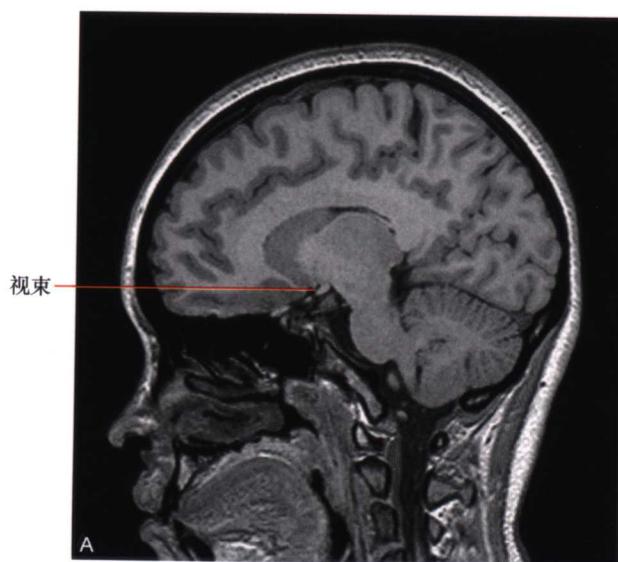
正常视神经与视交叉 MRI (T_1 WI) 与解剖标本
